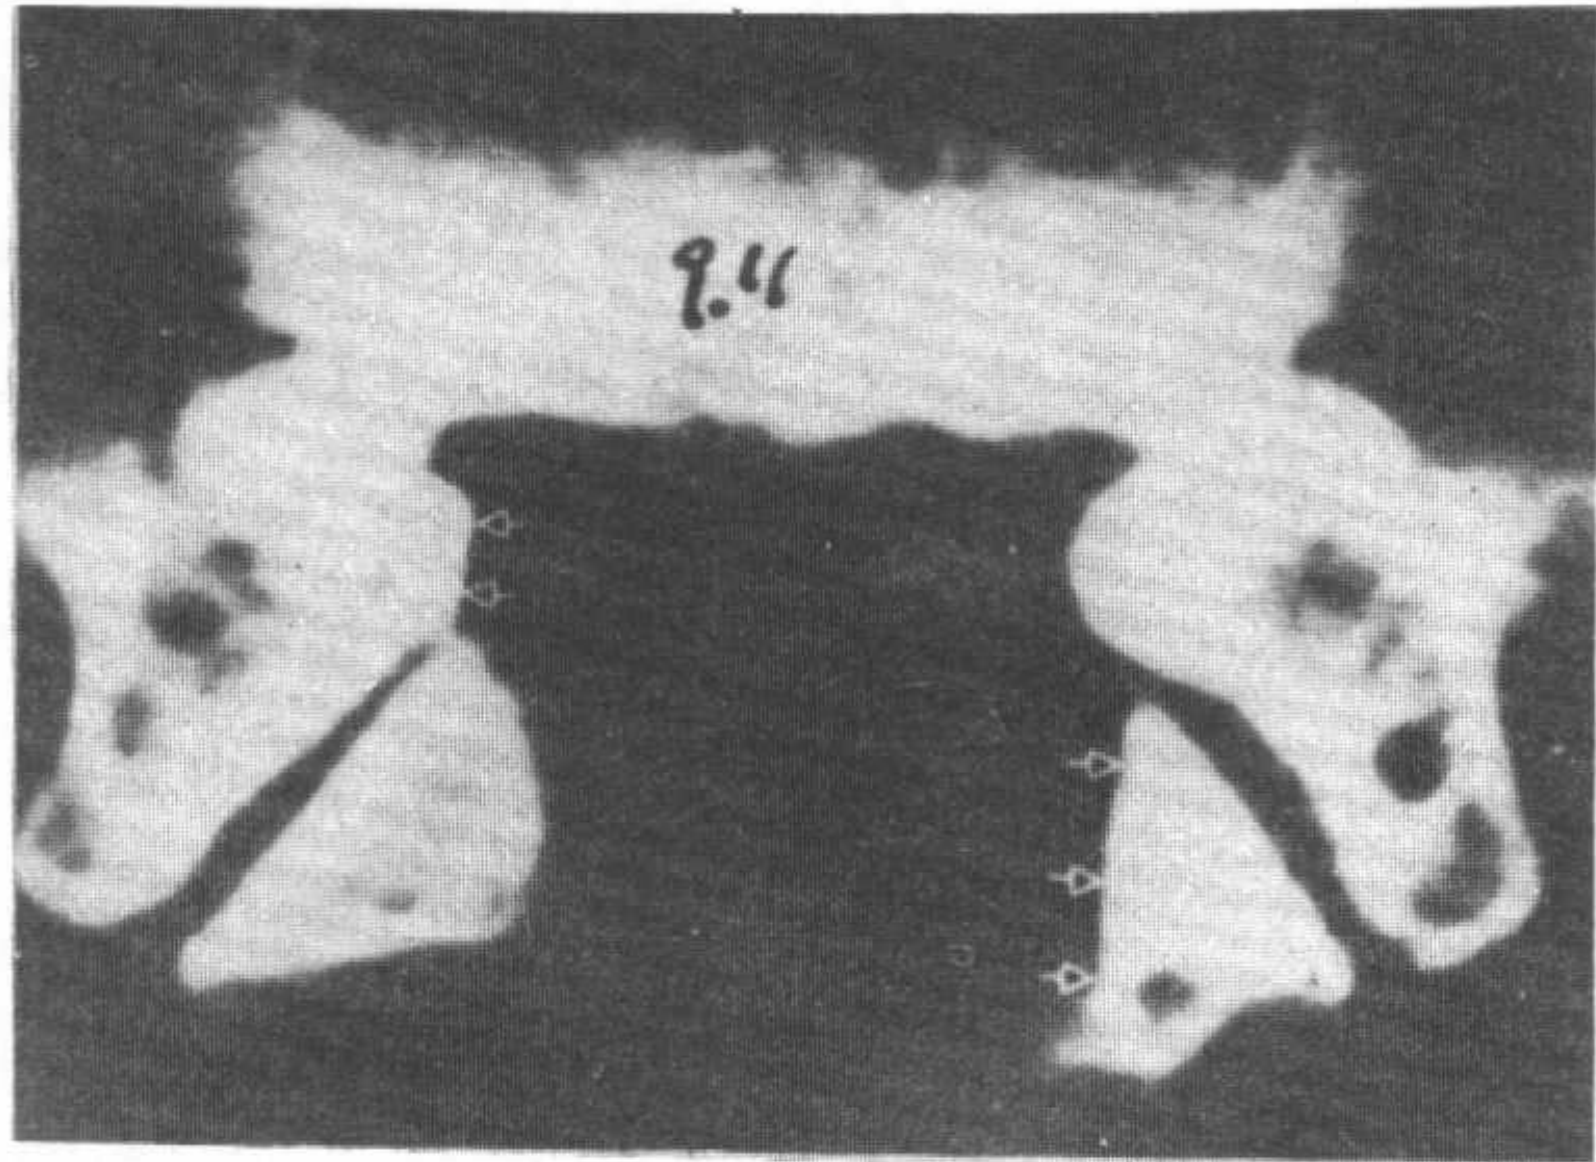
椎板和椎间关节部分切除CT象。箭头所指的是右上关节突及左下关节突。
